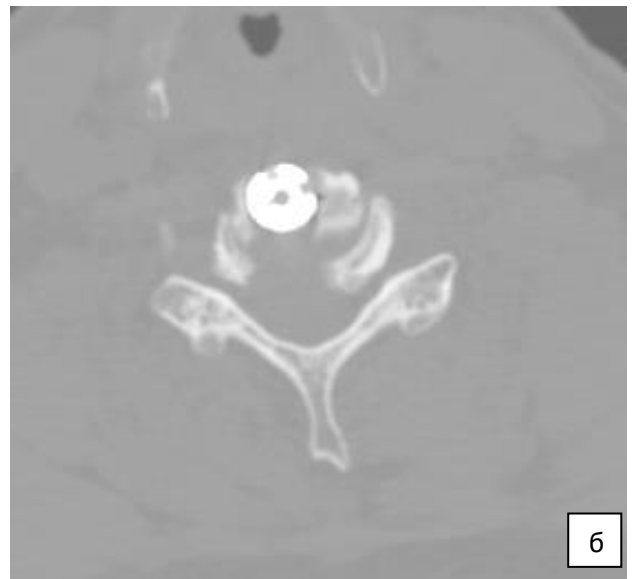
А — сагиттальная МСКТ-грамма шейного отдела позвоночника после операции; б — фронтальная МСКТ-грамма шейного отдела позвоночника (на уровне ликвидированного максимального стеноза позвоночного канала— С_v-С_{vI})
